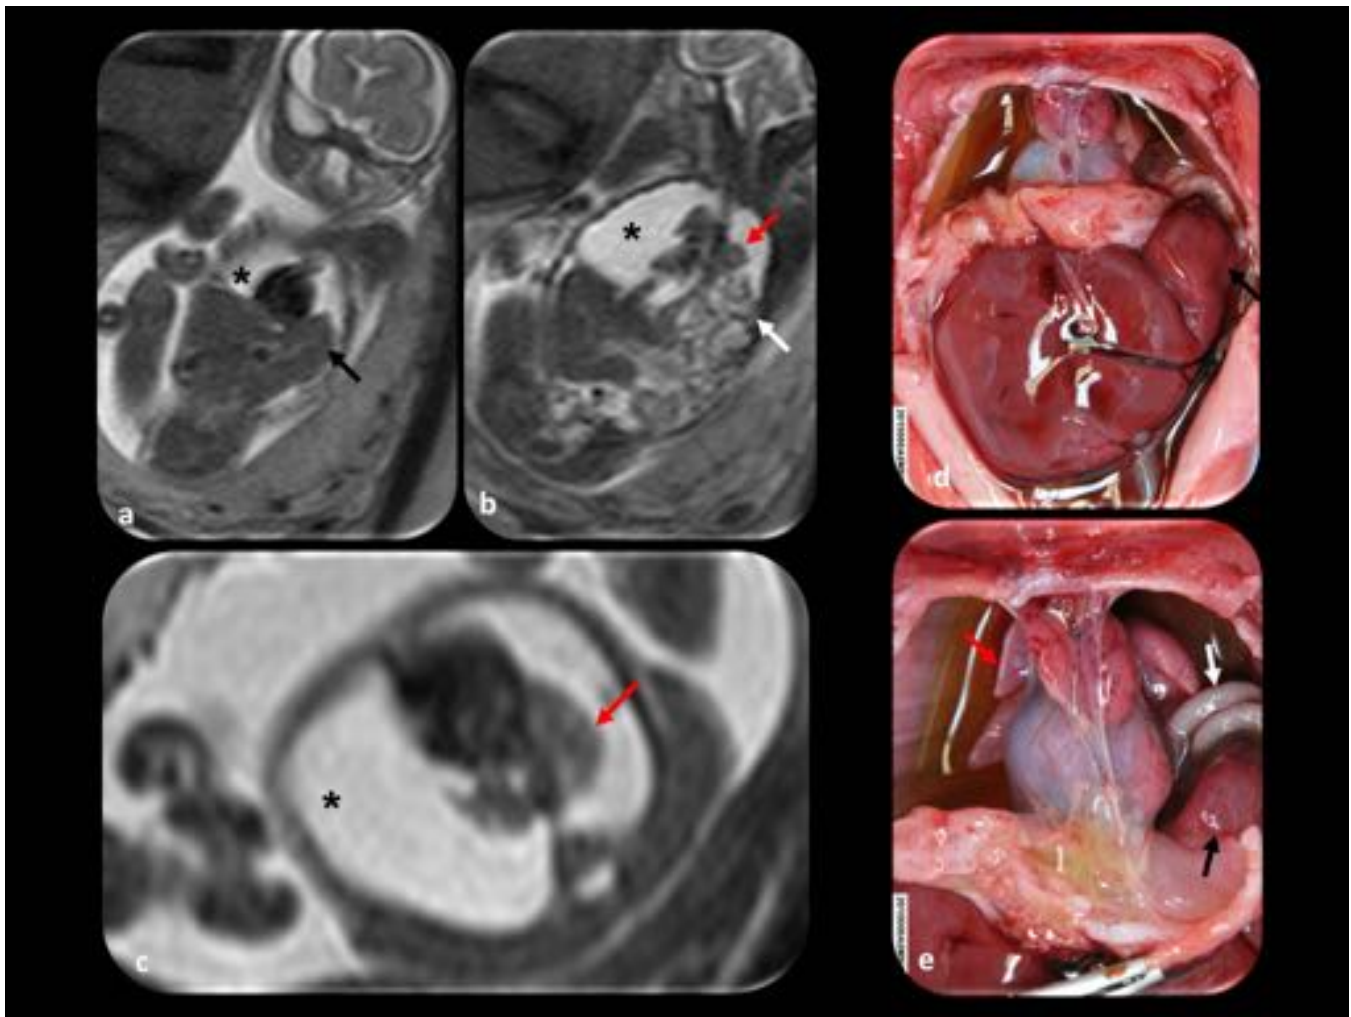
Hernia diafragmática izquierda. Feto de 22 semanas de gestación. (a y b) Lóbulo hepático izquierdo dentro de la cavidad torácica, hipointenso en T2. Este signo indica mal pronóstico debido a la posible "distorsión " por compresión del ductus venoso y compromiso vascular (flechas negras). Las asas intestinales están herniadas (flecha blanca). (c) Marcada hipoplasia pulmonar e importante hidrotórax bilateral (asterisco). (d y e) Pieza anatómica fetal que muestra los hallazgos descritos en la RM.
